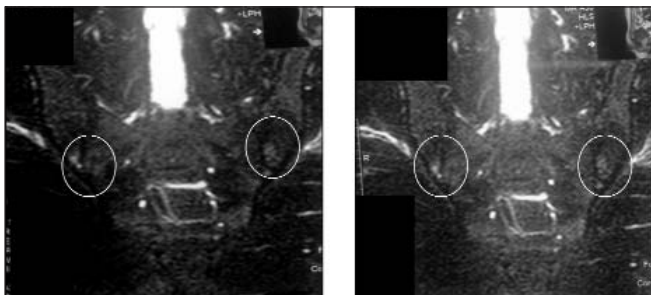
МРТ КПС в режиме STIR. Очаги субхондрально расположенного отека костного мозга, активный сакроилиит (выделен белыми овалами) на фоне лечения
